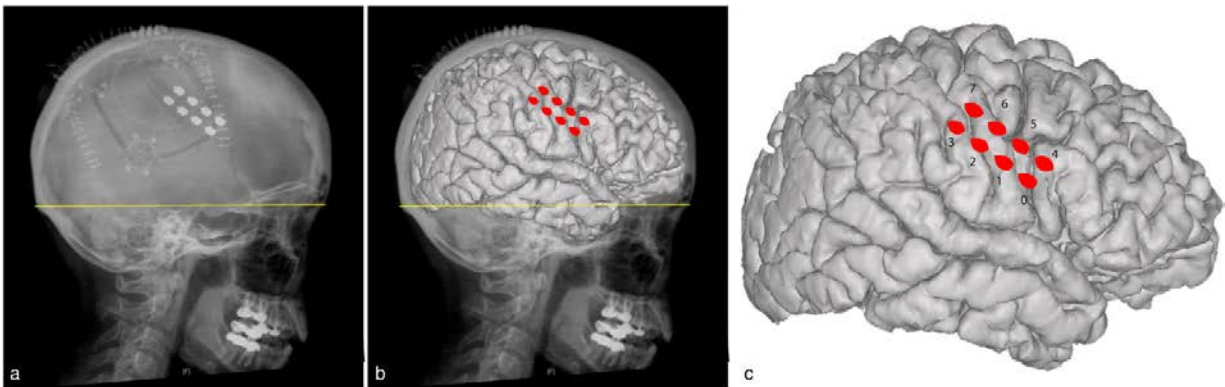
Lead location reconstruction using postoperative skull x-rays and MRI. a. A post-operative lateral skull x-ray, showing the lead locations. b. the MRI-based surface rendered brain is projected onto the x-ray, with the lead locations highlighted. c. The rendered brain with lead locations can be reviewed without the x-ray.
